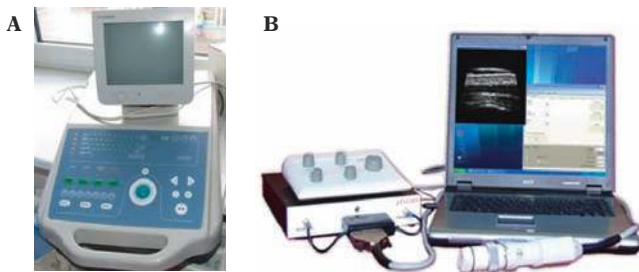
Ultrasonograf wysokich częstotliwości Episcan (Longport Int., USA) z głowicą mechaniczną 50 MHz
